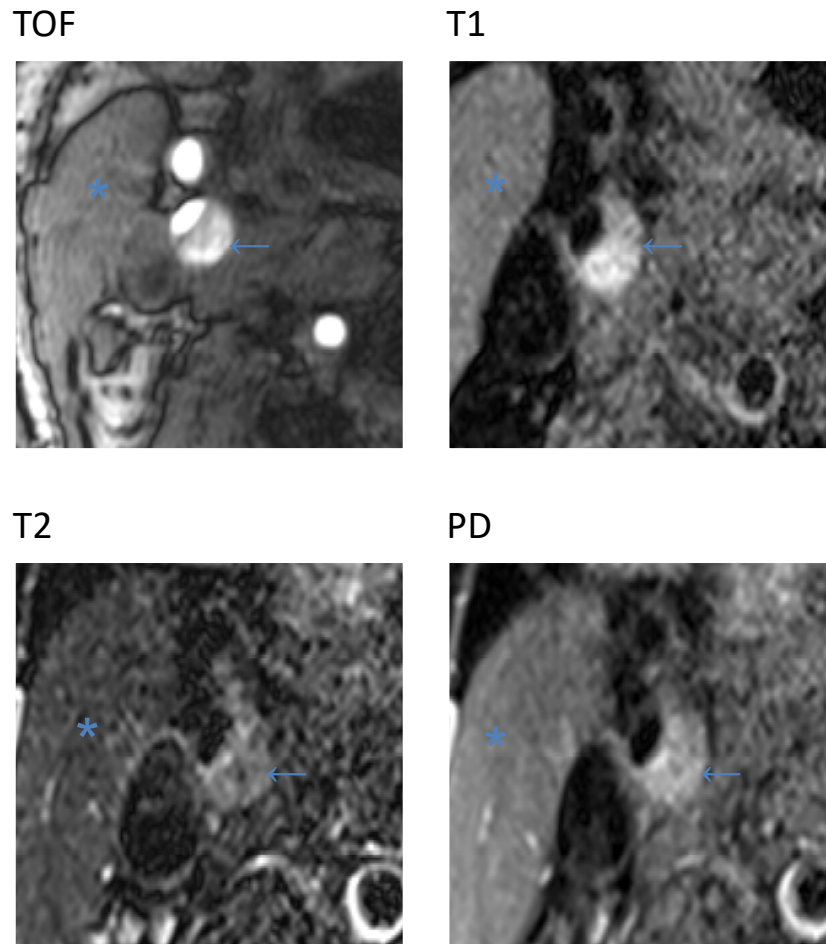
ACI-Stenose (rechts) eines 60-jährigen Patienten, dargestellt mittels MRT
